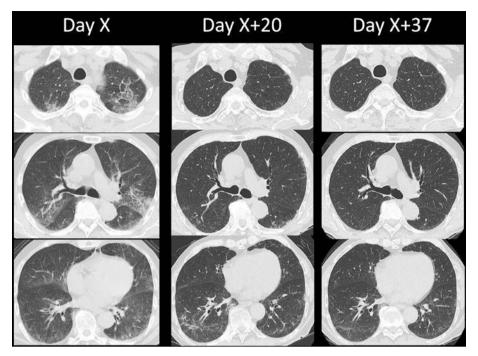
Chest CT findings. Chest CT showing ground-glass opacities in both lung lobes on day X: the shadows improved on day X+20. The shadows further improved on day X+37.
